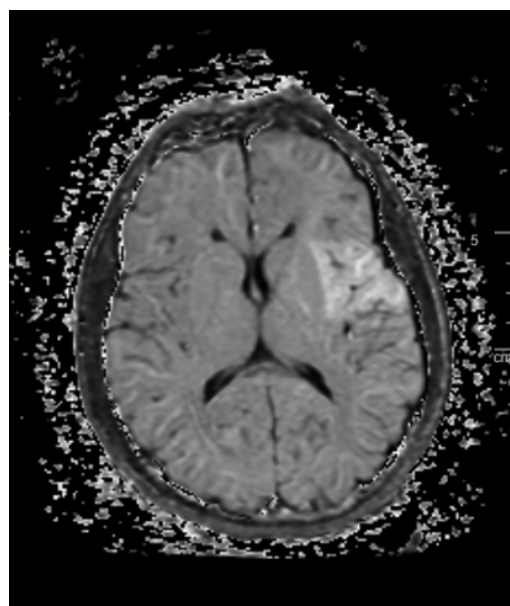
RM Isquemia hiperaguda/aguda en ínsula y opérculo frontal izquierdos, correspondiente a territorio vascular cerebral M2 de ACM ipsilateral.
